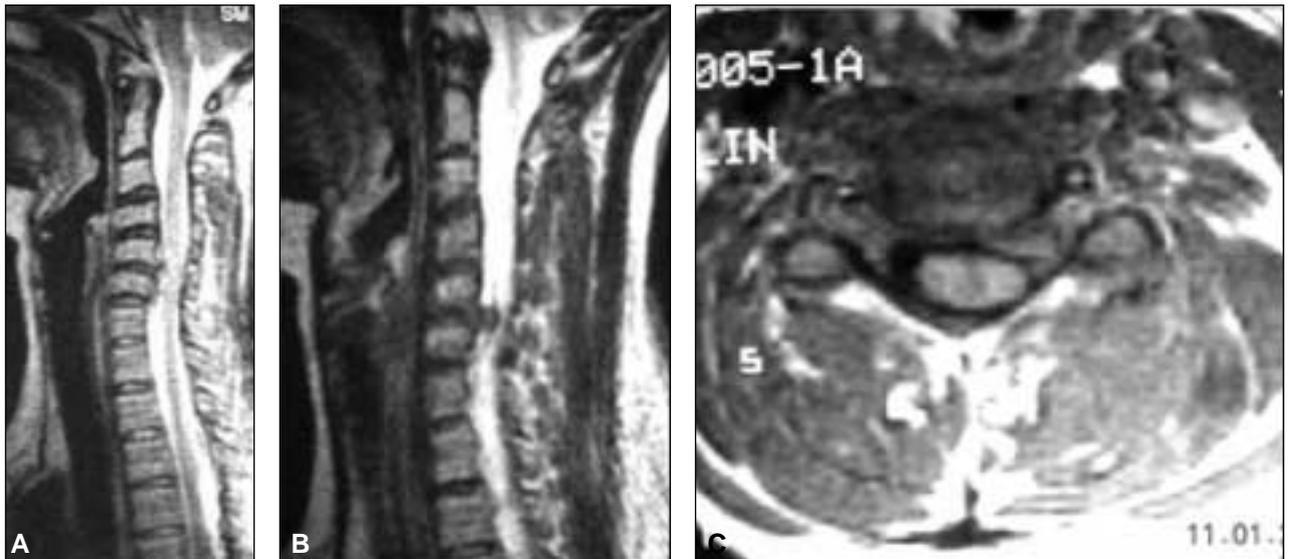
Hernia de disco C5-C6 posterolateral izquierda. Resonancia magnética prequiropraxia. A y B. Cortes sagitales a nivel de T2. C. Corte axial a nivel de T1.
